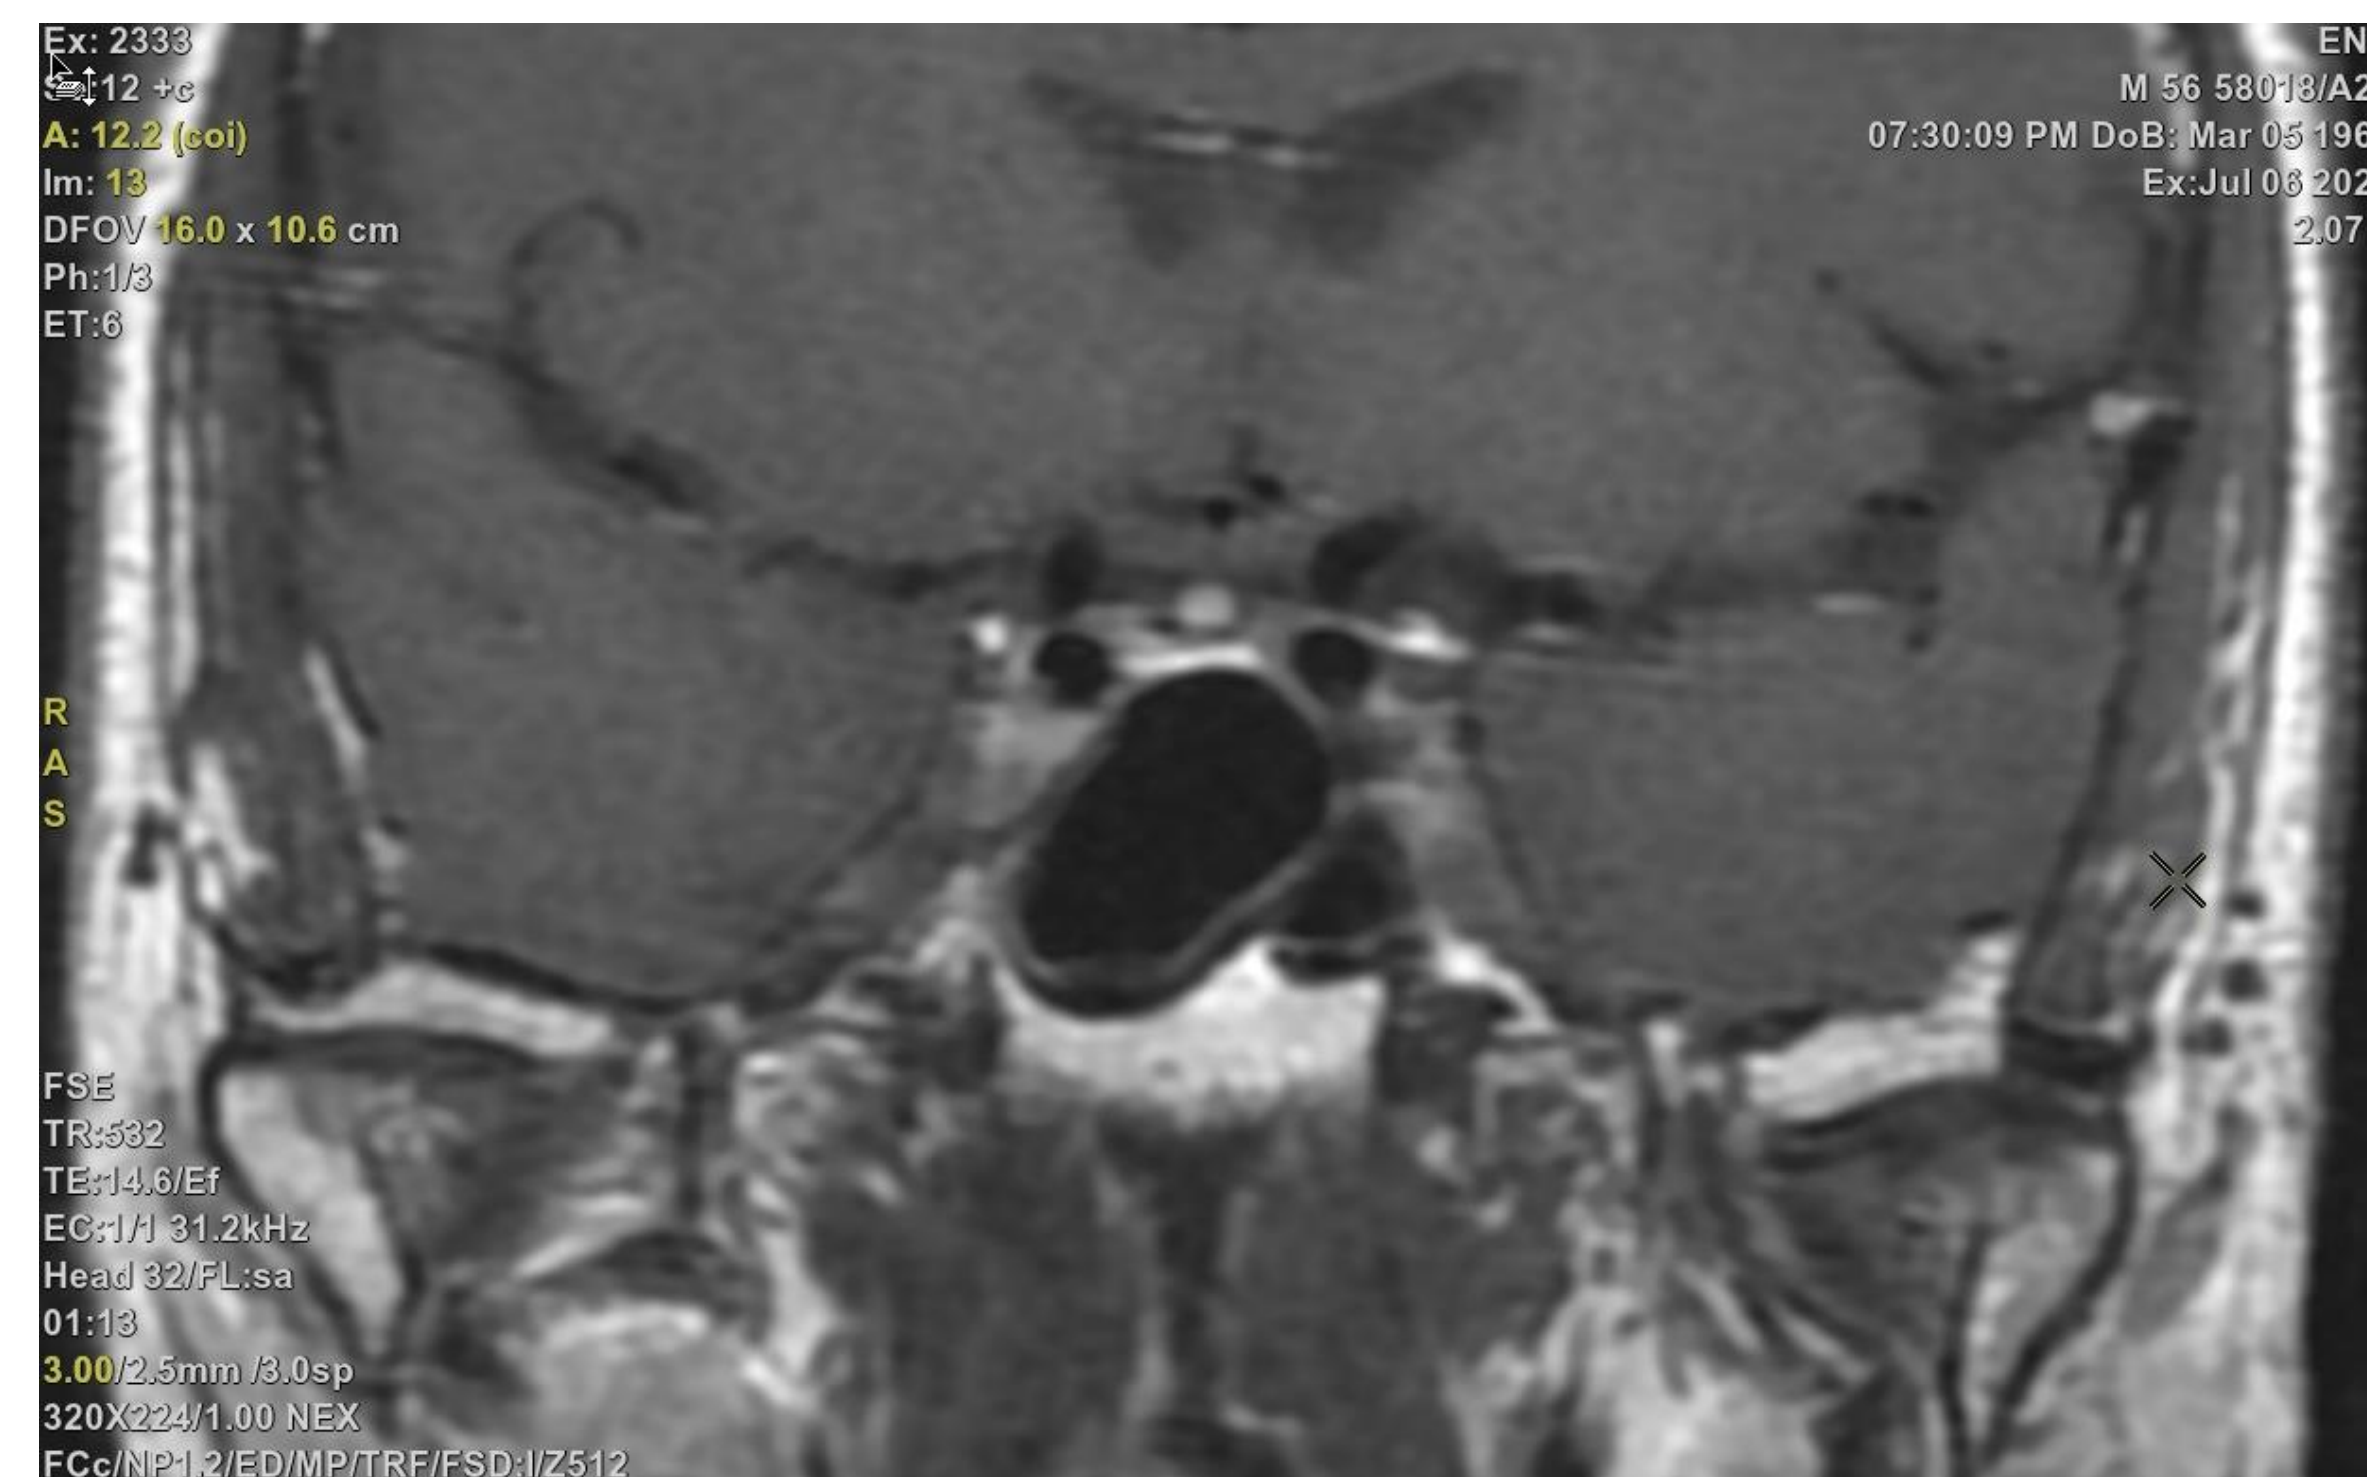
МРТ головного мозга
